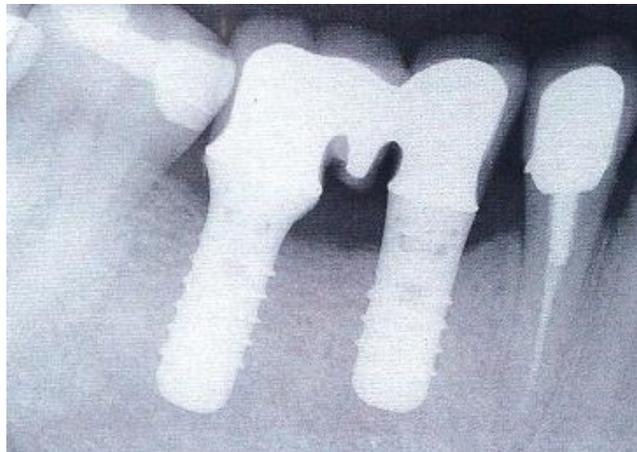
Radiografia periapical da prótese sobre implantes.
